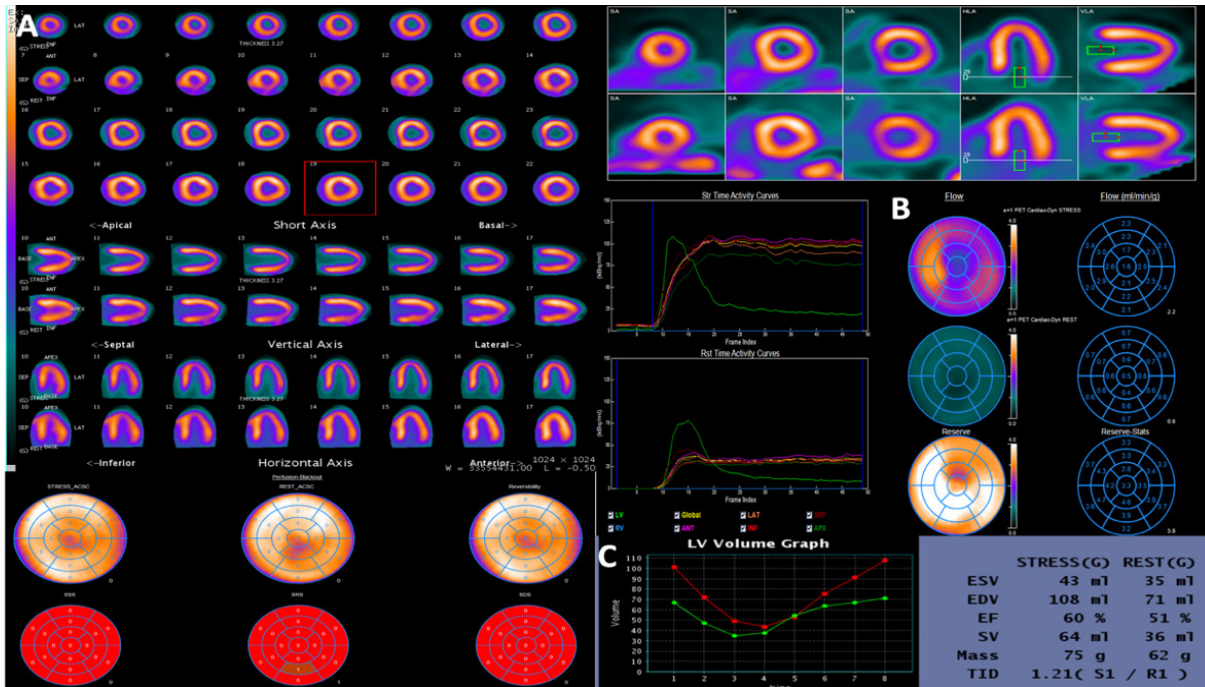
Tek gün rest/stres N-13 NH₃ dinamik miyokardiyal perfüzyon PET görüntüleme uygulama örneği
